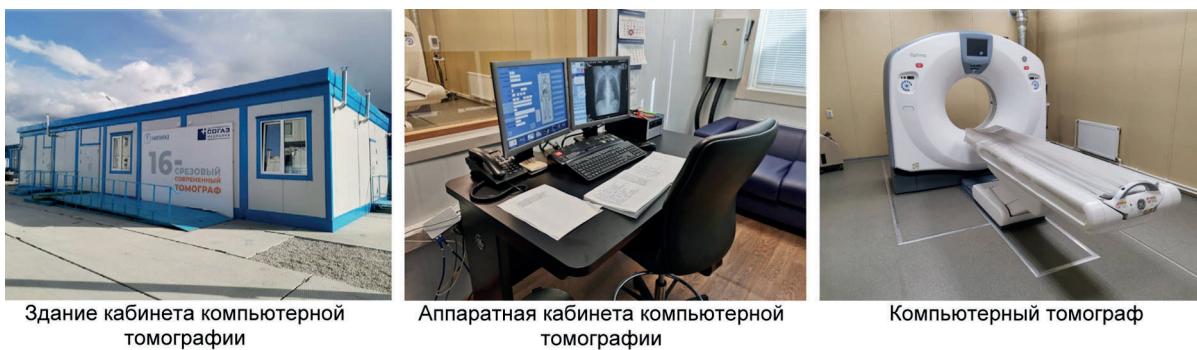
Кабинет компьютерной томографии.
